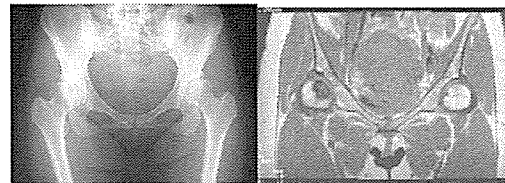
症例 1 単純 X 線像及び MRI T1 強調像
